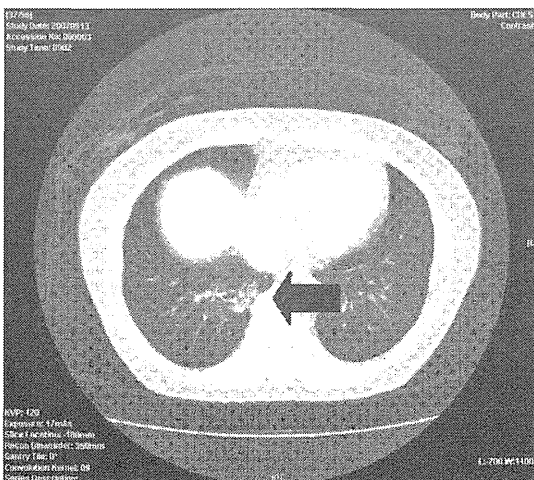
(c) 2007年検診 (HRCT)
